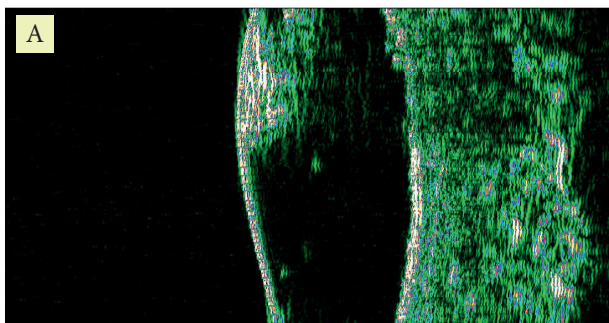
УЗИ кожи пациентки Г. перед лечением: А – участок кожи рядом с очагом поражения; Б – выпященный элемент на стадии индурации
